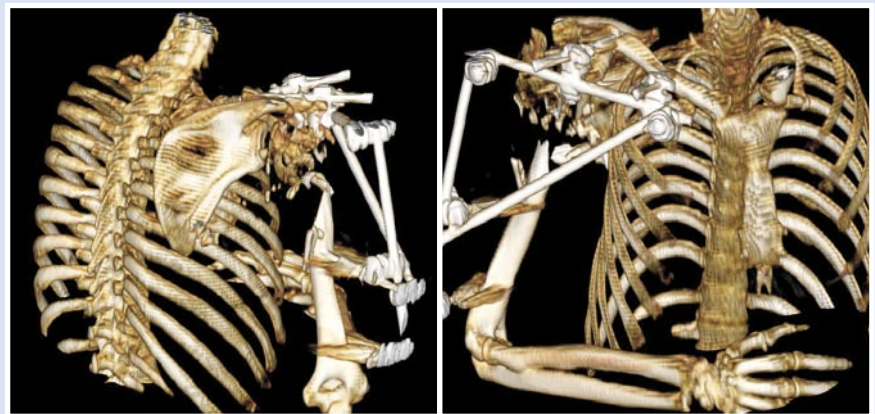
КТ правого плечевого сустава и плеча.
